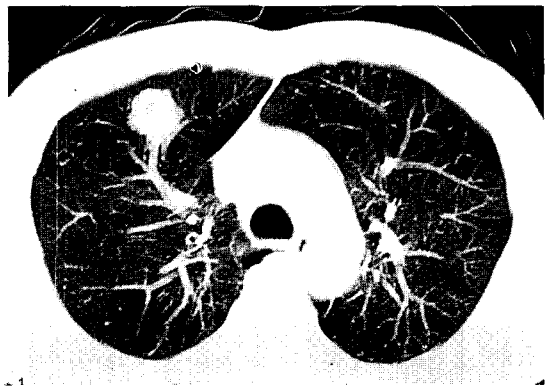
Computed tomography of the chest shows a round homogeneous mass at the anterior segment of the right upper lobe of the lung.
